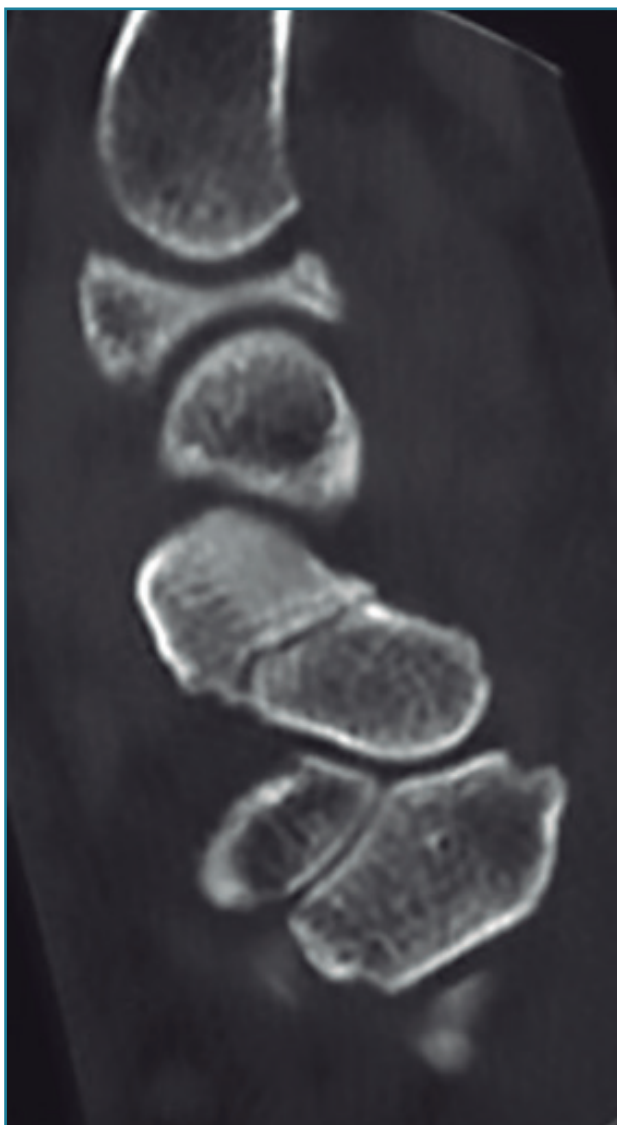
Imagen de fractura no desplazada de escafoides en tomografía computarizada.
